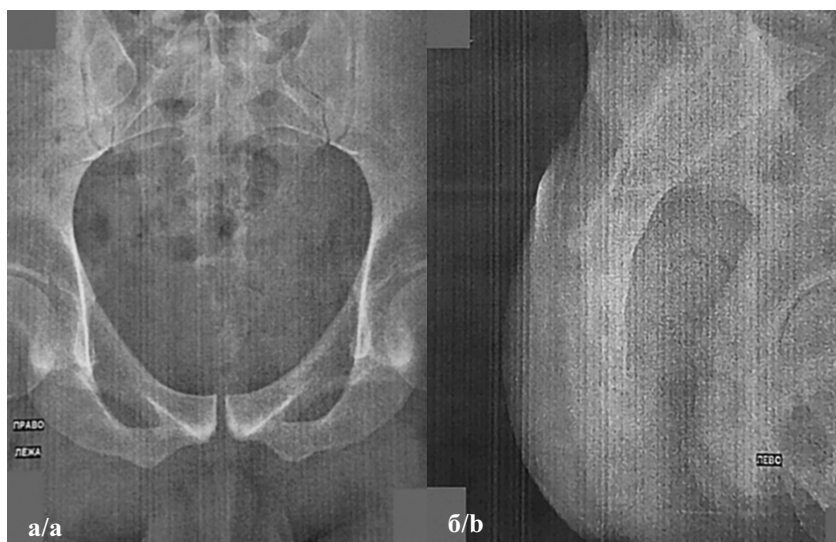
Рентгенограмма таза пациента Д. в прямой (а) и боковой (б) проекциях, в положении лежа, от 01.02.22. Описание рентгенолога: Костной деформации нет. Линии переломов не выявлено. Отмечается небольшое смещение дистального копчикового позвонка медиально по отношению к нижележащему позвонку. Признаки небольшого подвывиха дистальных позвонков копчика без костной деформации. Для исключения костной компрессии позвонков копчика и по клиническим показаниям рекомендуется КТ копчика (зона интереса — копчиковые позвонки). Заключение: Подвывих дистального позвонка копчика
